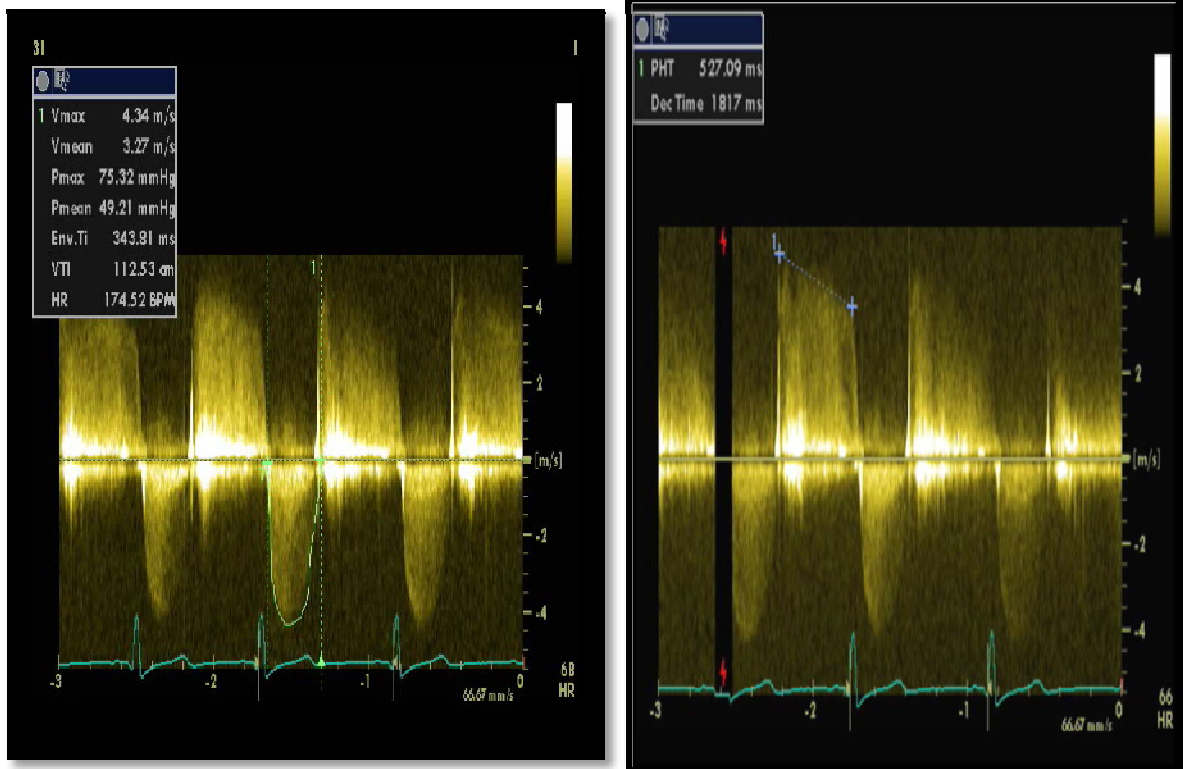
flux de rétrécissement aortique enregistré en Doppler continu par voie apicale.
